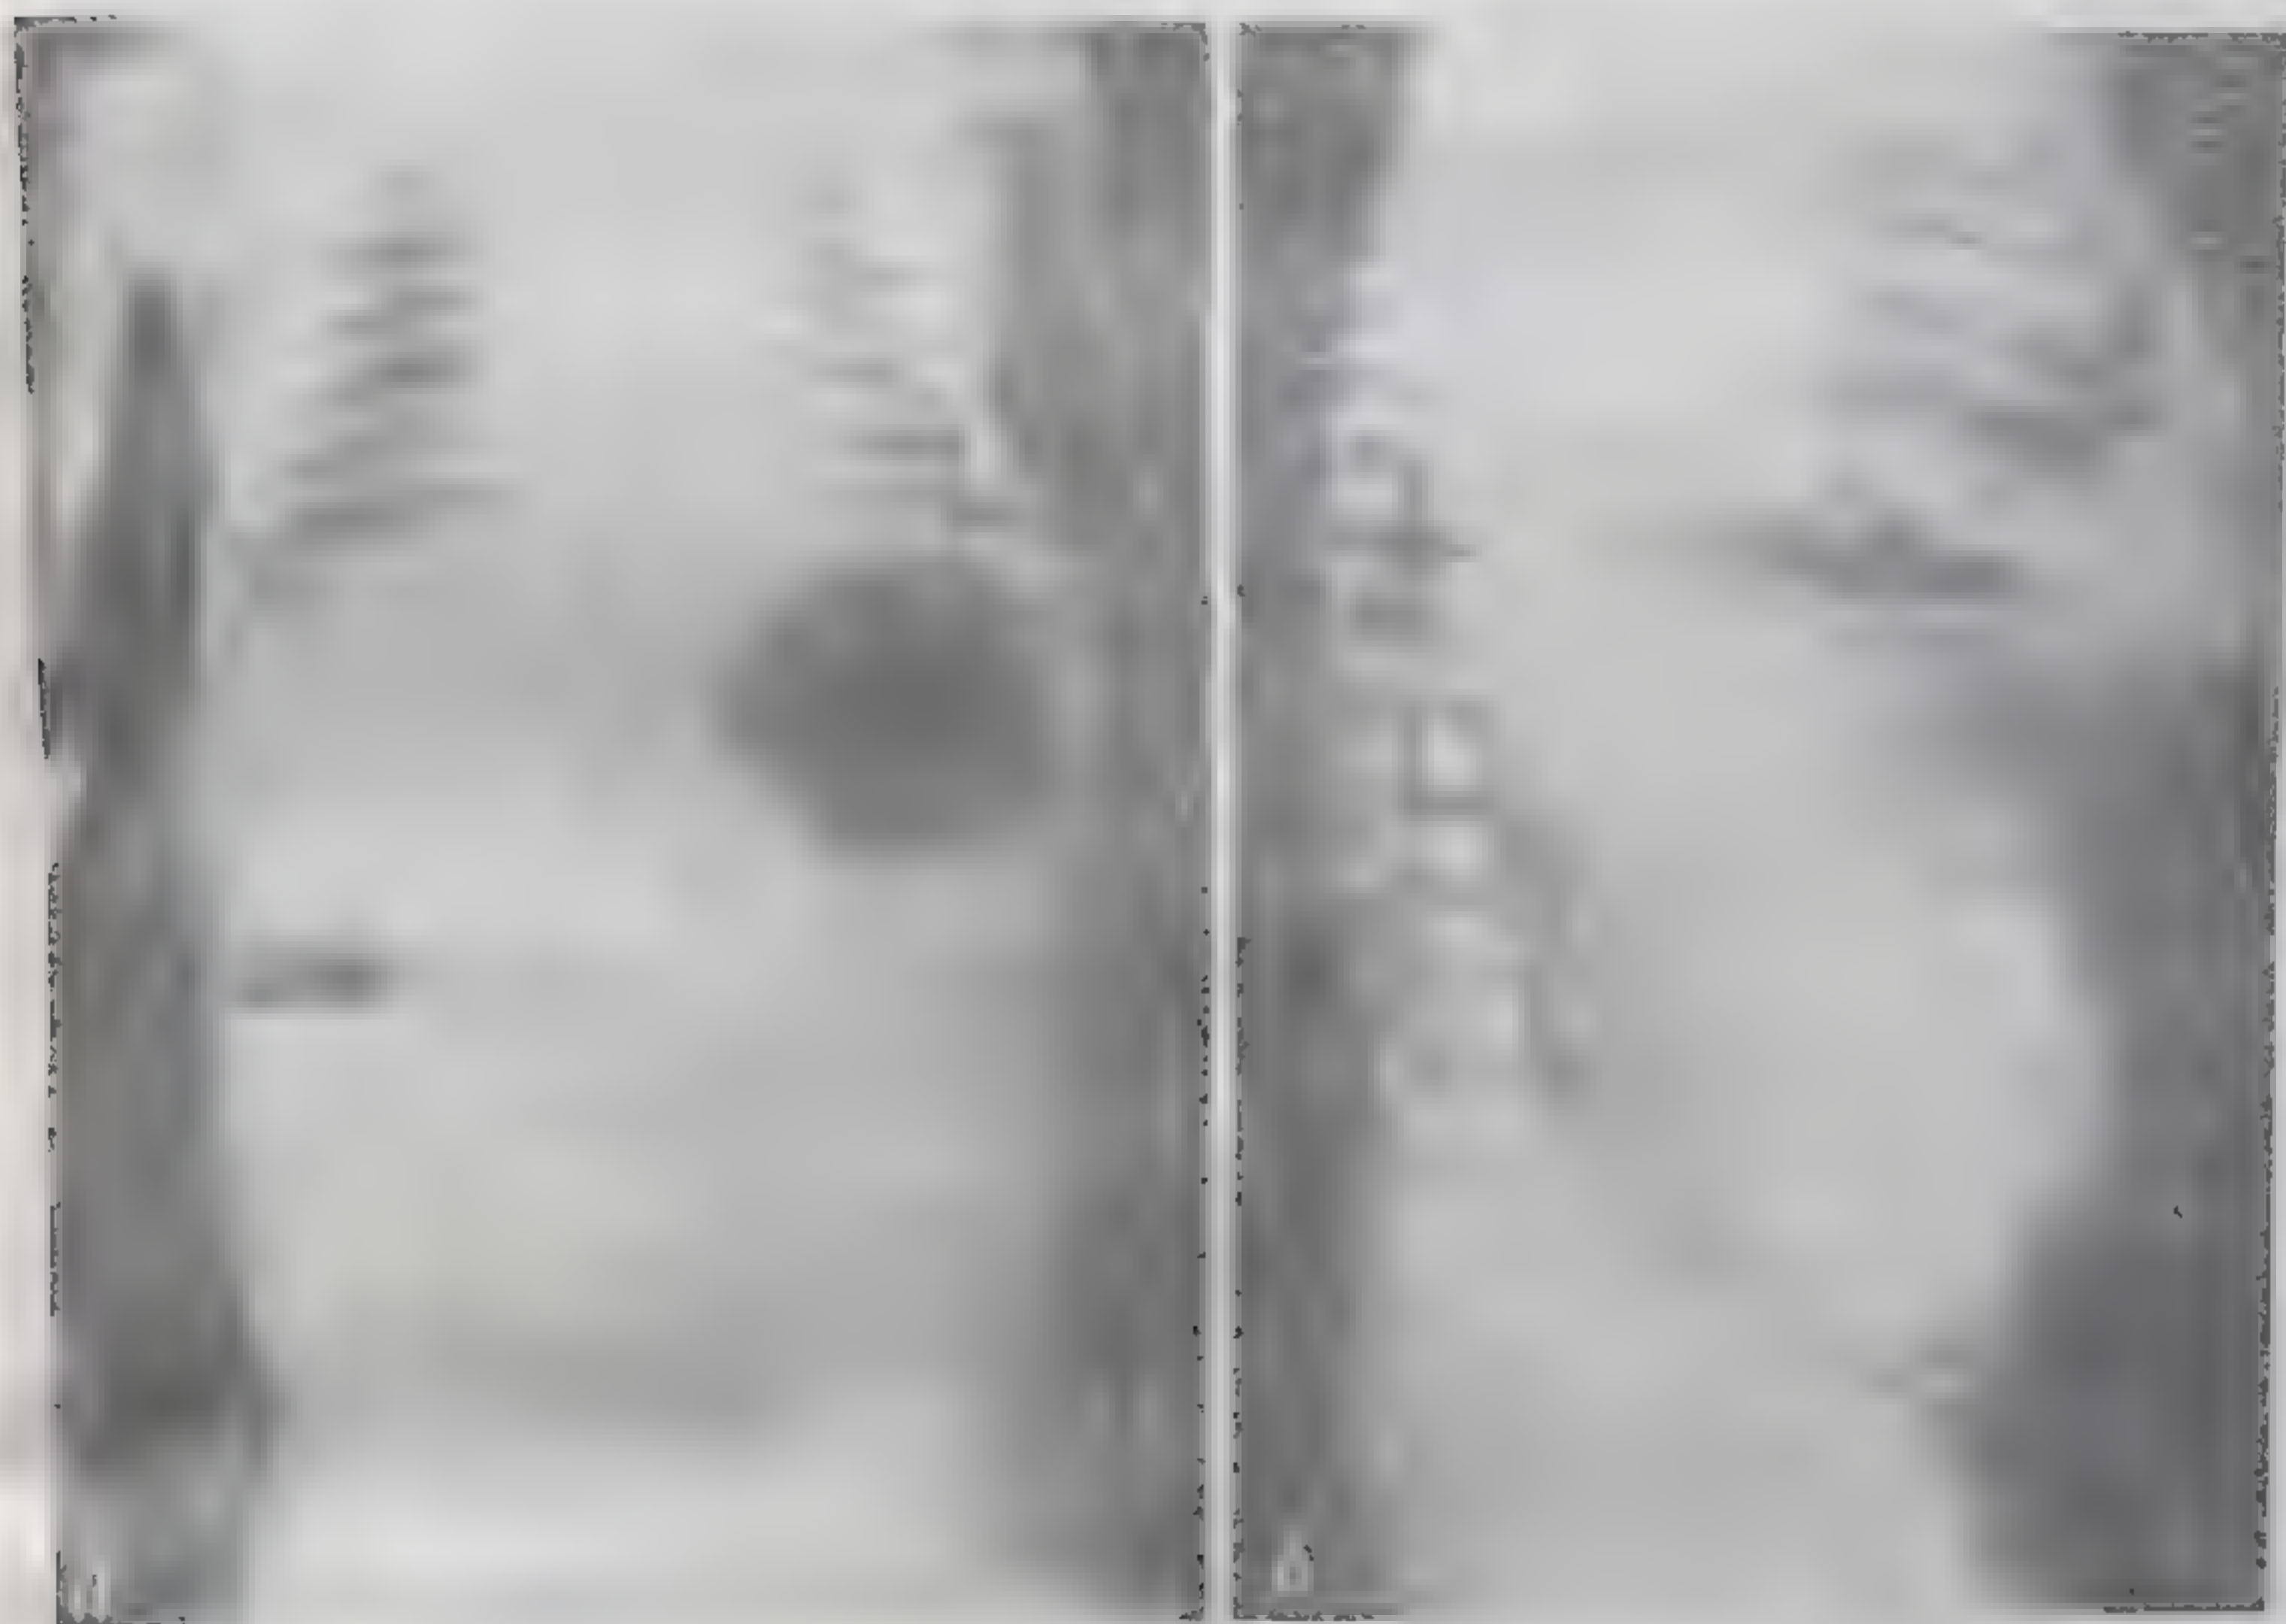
Высокая врожденная непроходимость (бесконтрастное рентгенологическое исследование).
